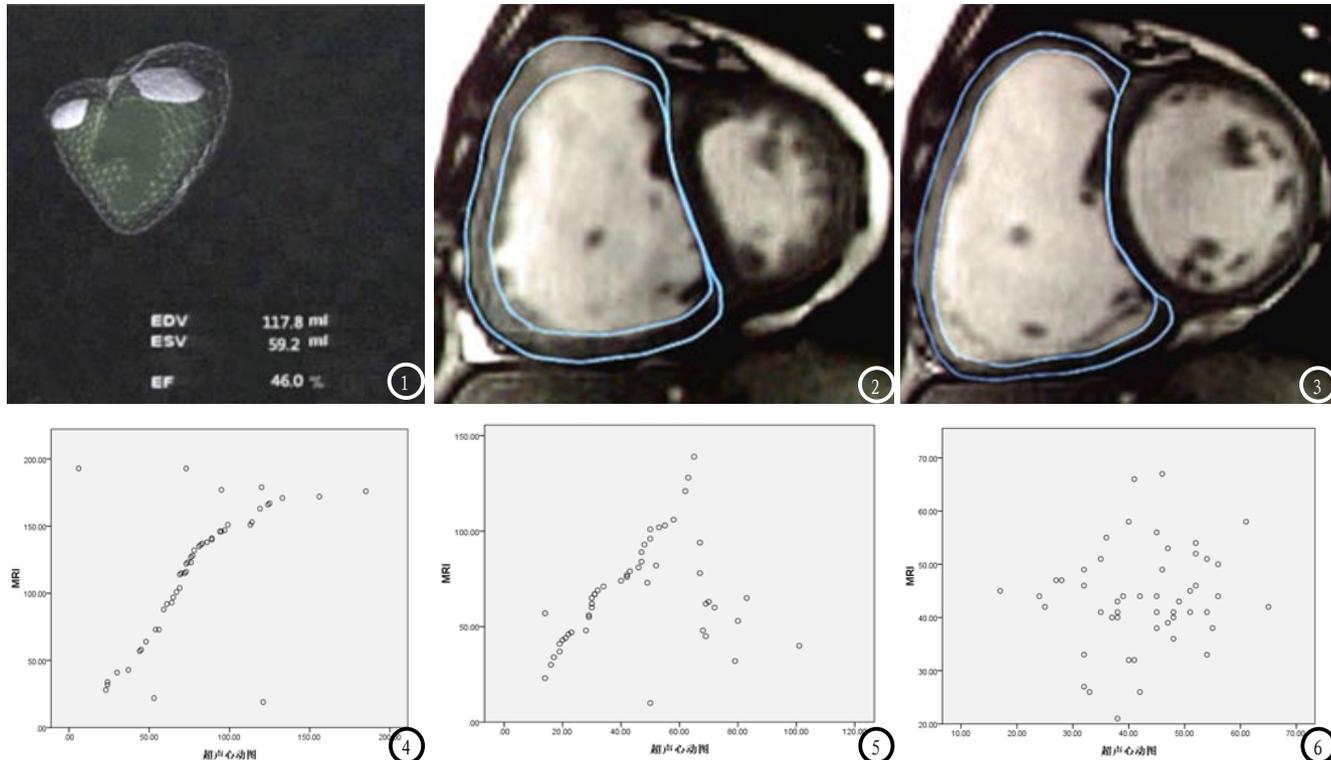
右心室腔三维图像示例；图2 快速梯度回波序列心脏短轴位图室收缩末期描记右心室心内膜和心外膜轮廓；图3 快速梯度回波序列心脏短轴位图室舒张末期描记右心室心内膜和心外膜轮廓；图4 1.5T MRI RVEDV与实时三维超声心动图RVEDV的散点图；图5 1.5T MRI RVEDV与实时三维超声心动图RVESV的散点图；图6 1.5T MRI RVEDV与实时三维超声心动图RVEF的散点图
